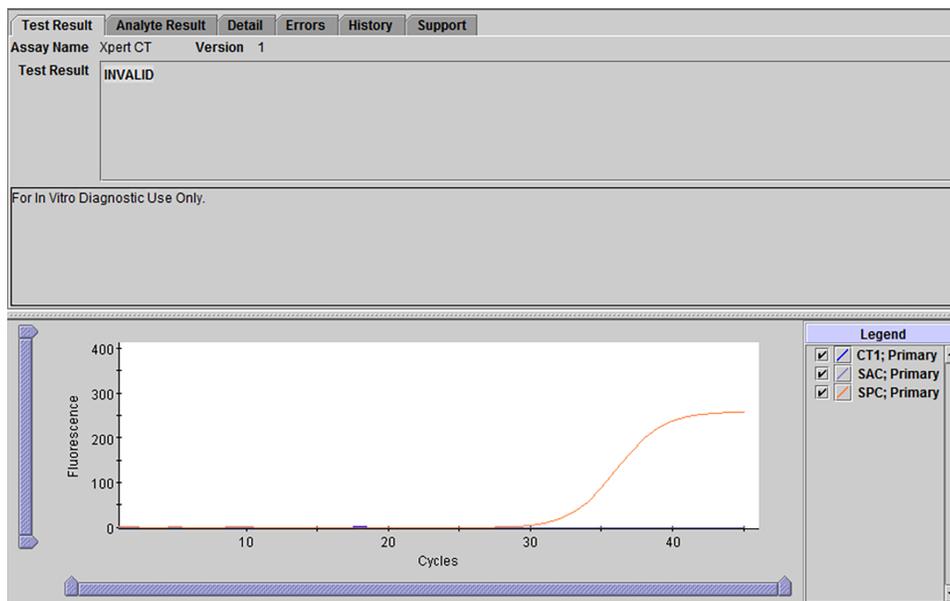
Xpert CT - resultado Inválido
